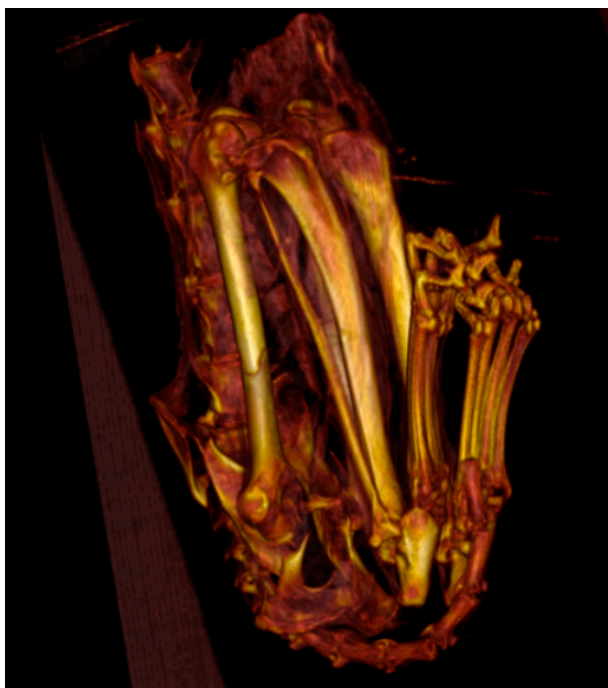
CT VRT rekonstrukcija
